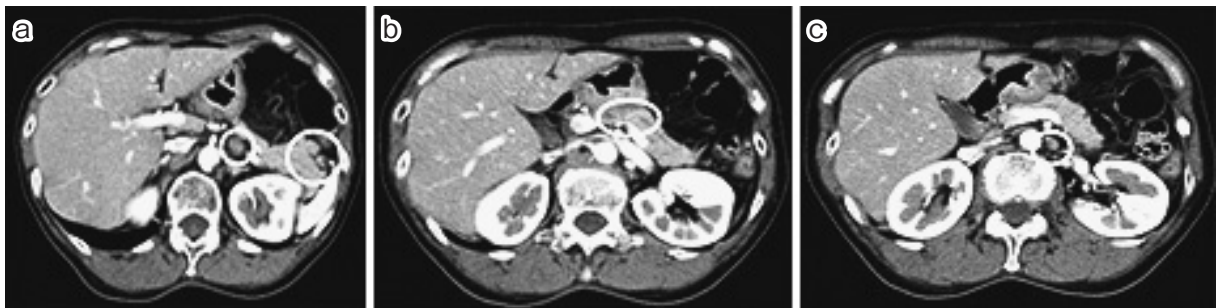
~ c. Computed tomography examinations.
